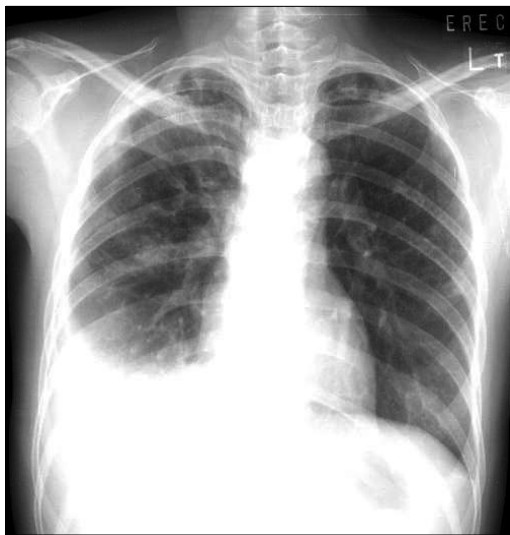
Chest X-ray showed multiple nodular opacity and fibrosteaky opacity on both upper lung field with cavitary lesion. Large amount of pleural effusion was seen in right side.
